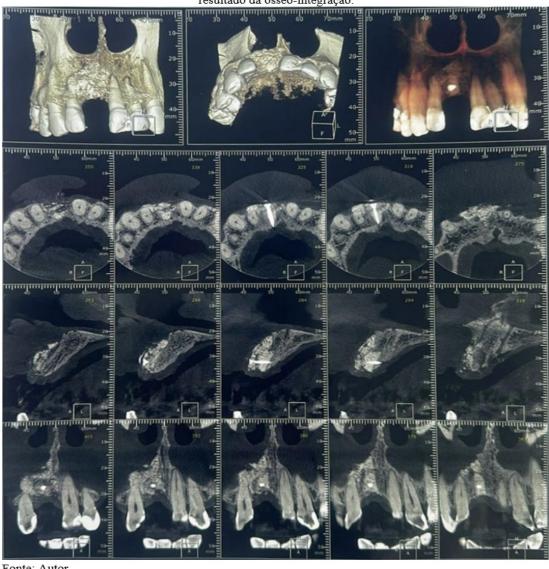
Imagem de tomografía de diferentes ângulos após o enxerto autógeno e xenógeno com o resultado da ósseo-integração.
